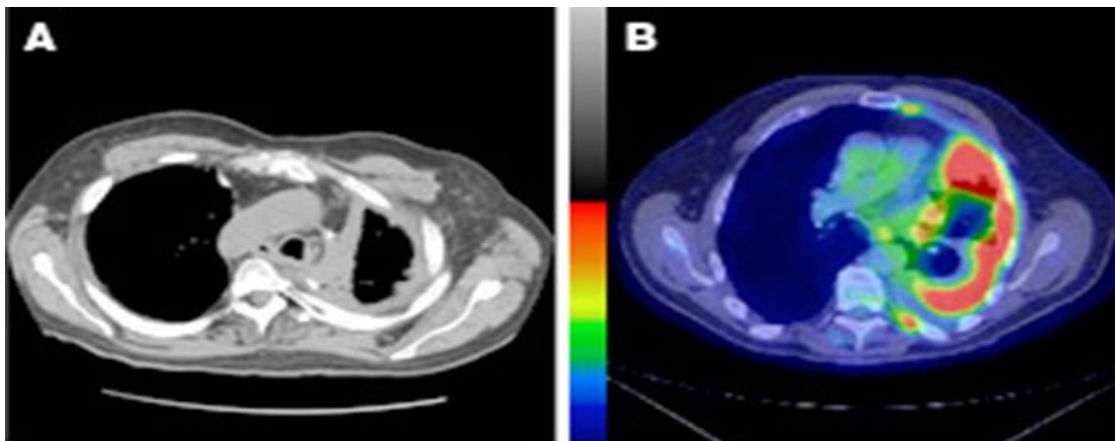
Esame TC e correlazione con PET
